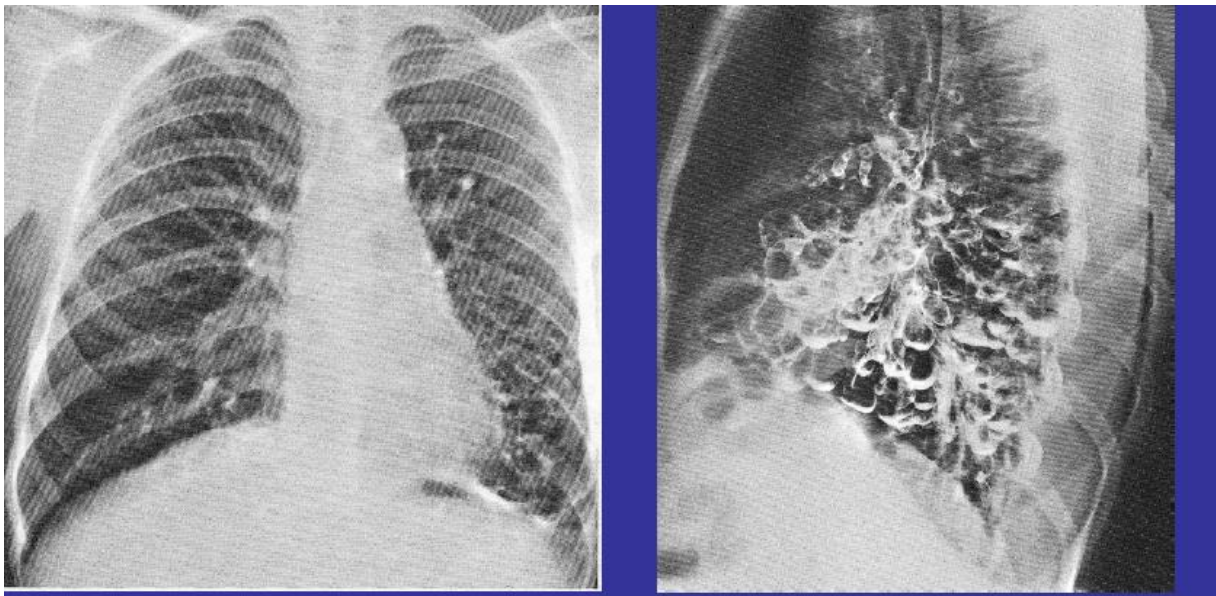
Image de DDB kystique à la radiographie face et profil [17]
